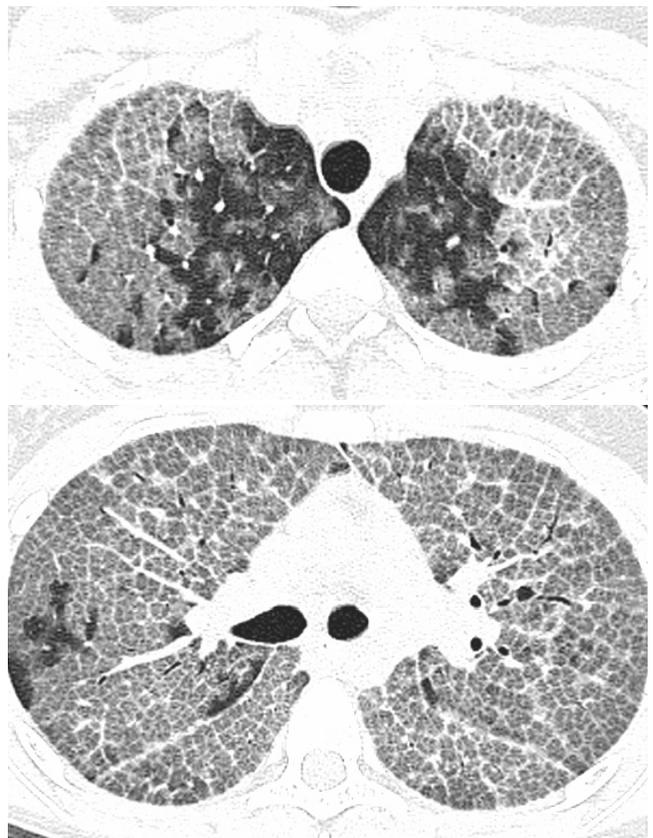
TC de alta resolución: patrón en vidrio despulido, con engrosamiento septal, patrón en empedrado loco "crazy paving"
